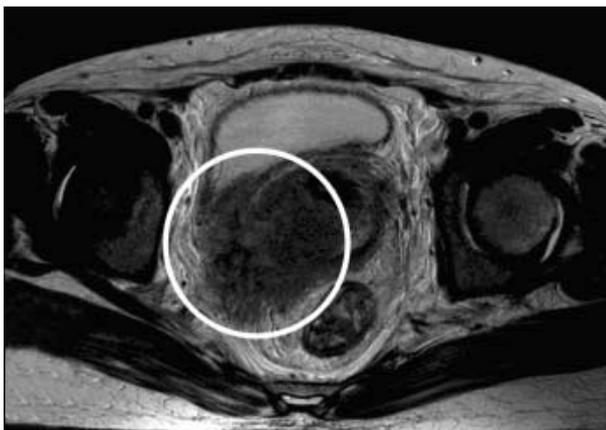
MRI of the pelvis with enhancement shows a mass of the right uterine adnexa region with a size of 6.5×6.0 cm infiltrating the wall of the bladder and uterus.
